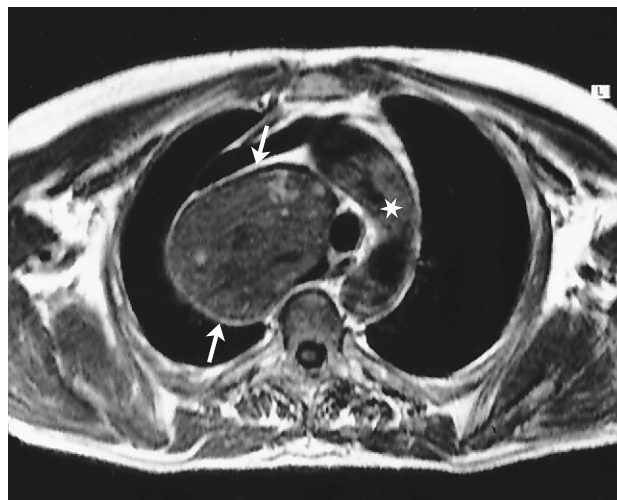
CT-Thorax in Höhe des Aortenbogens (\*), daneben stellt sich die große, weit hinunterreichende Struma im Mediastinum dar (Pfeile).
